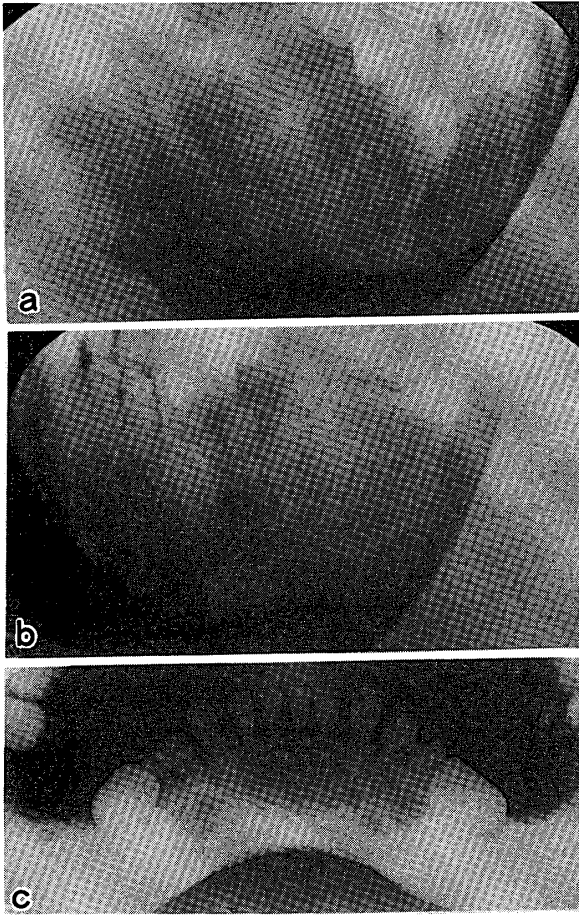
ケルビズムの1例 (a: 右側斜位像, b: 左側斜位像, c: 口腔内線源方式パノラマX線像)
